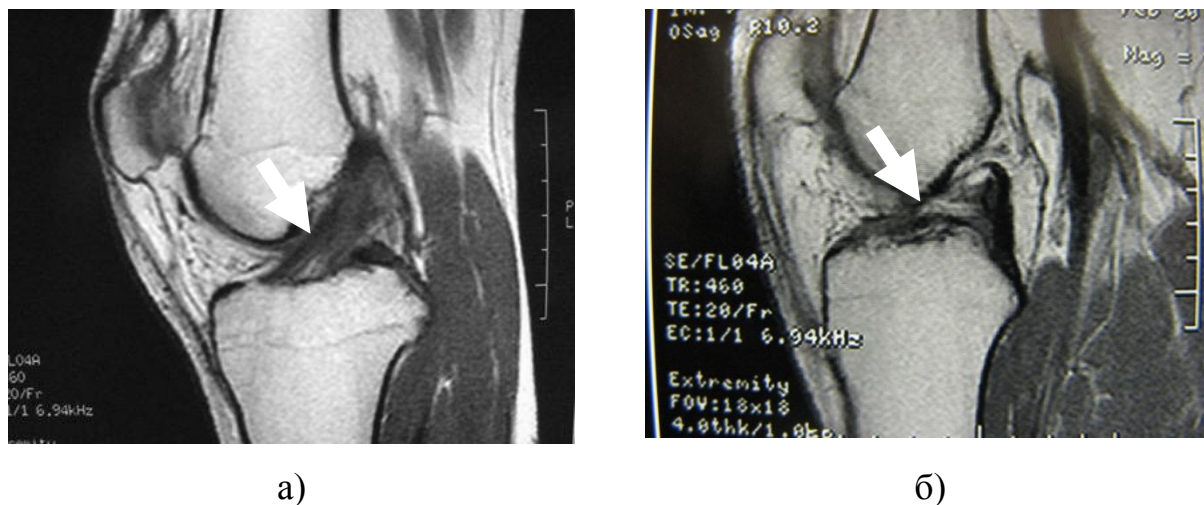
МРТ колінного суглоба: а) ціла передня хрестоподібна зв'язка; б) пошкоджена передня хрестоподібна зв'язка.
